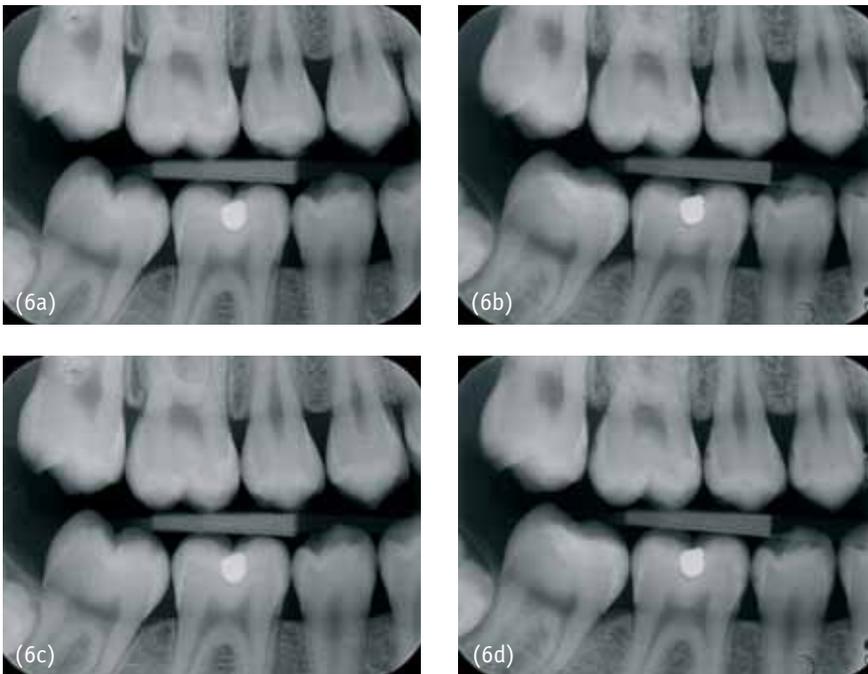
Beispiel für ein Kariesmonitoring mit Bissflügelröntgenaufnahmen über einen Zeitraum von acht Jahren. Die erste Aufnahme wurde im Alter von 14 Jahren angefertigt und gibt keinen sicheren Anhalt für vorhandene approximale Läsionen (6a). Die Folgeaufnahme drei Jahre später zeigt bereits an nahezu allen Approximalflächen schmelzbegrenzte Läsionen (6b). Trotz der präventiven Intervention liegen zwei Jahre später an den Zähnen 16 mesial und 46 distal Läsionen in der äußeren Dentinhälfte vor (6c). Nachdem die Patientin keine zahnärztliche Behandlung in den folgenden drei Jahren in Anspruch nahm, ist am Zahn 17 mesial eine weitere Dentinläsion zu diagnostizieren. Darüber hinaus zeigt die Läsion am Zahn 16 mesial eine Progression bis in das D4-Stadium (6d).
